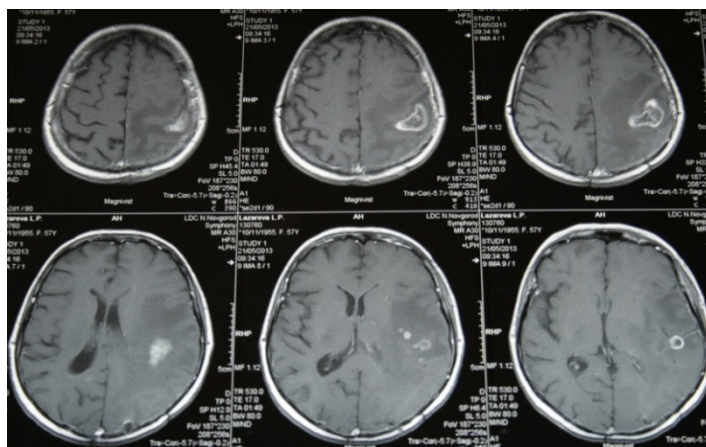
МРТ с контрастным усилением от 21.05.13. – продолженный рост опухоли в теменную и затылочную доли головного мозга справа. С учетом данных анамнеза – глиобластома
